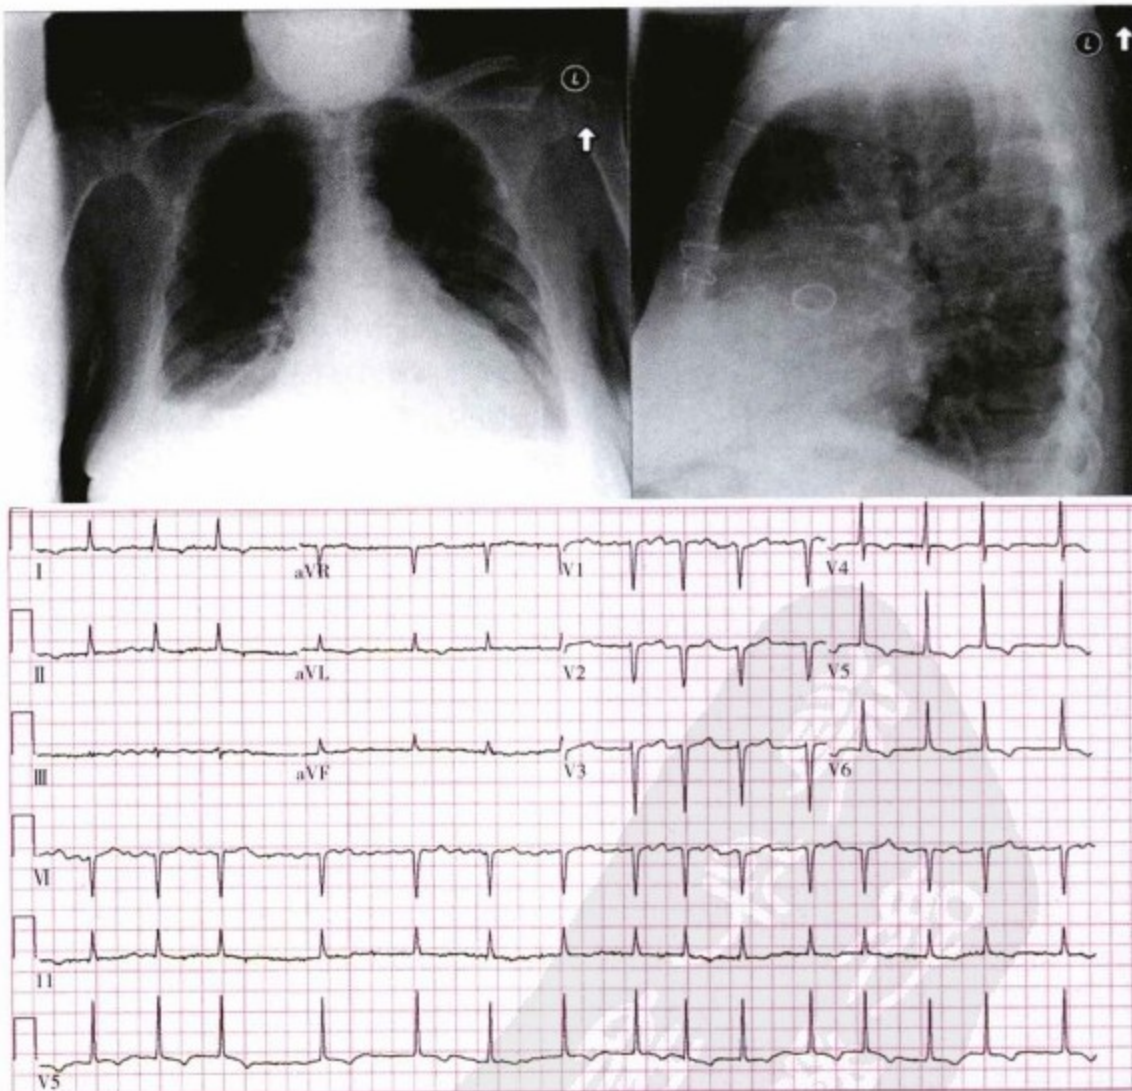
上图,为胸部平片,可见胸骨的钢丝影、置换的主动脉机械瓣以及心脏肥大。侧位片可见左心室缘后移并双侧胸腔积液。下图,心电图显示为心房纤颤,电压正常,无电交替。非特异性的复极化异常不能提示存在心包炎。
